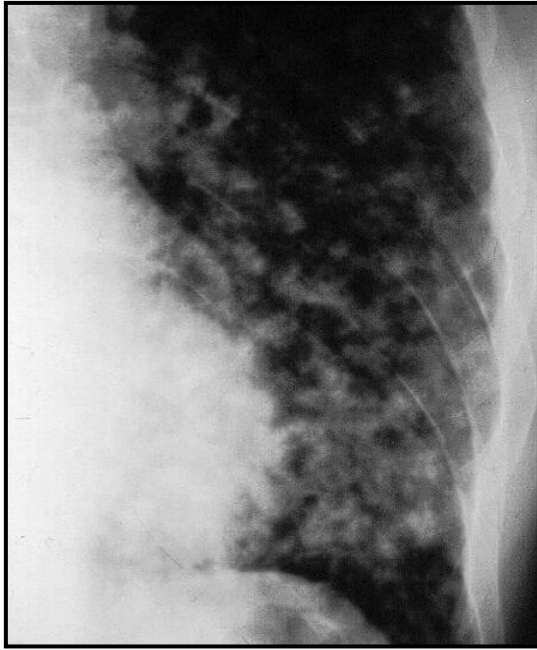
Radiografía de tórax : nódulos acinares en lóbulo inferior izquierdo.
